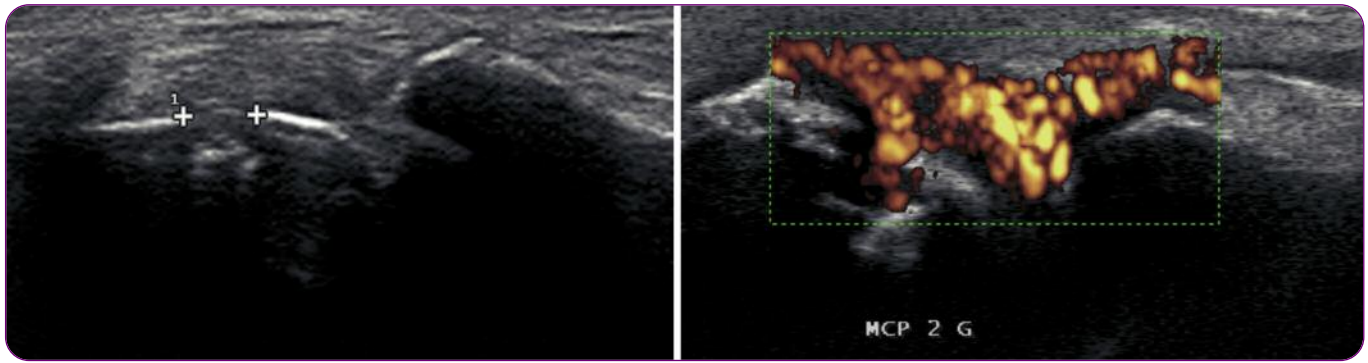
Echographie d'une articulation métacarpo-phalangienne. Coupe sagittale dorsale en mode B et mode Doppler puissance. Erosion osseuse siège d'une hypervascularisation en mode Doppler, très caractéristique de rhumatisme inflammatoire.
